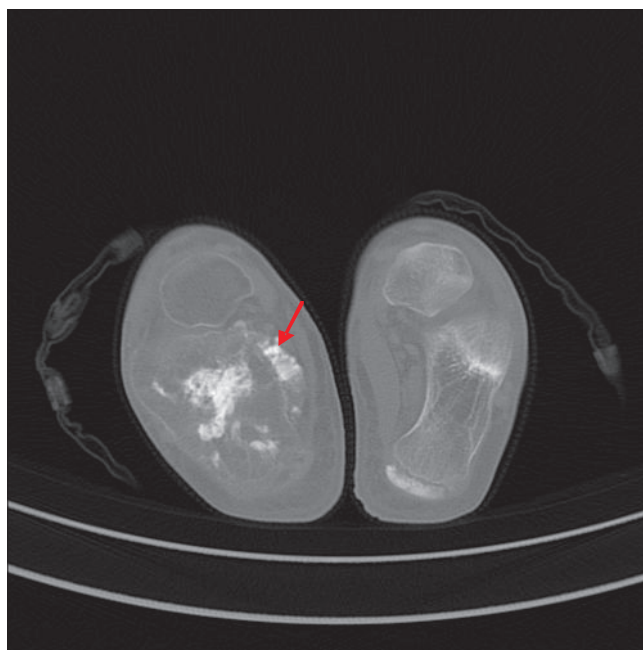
КТ-исследование до ПХТ
